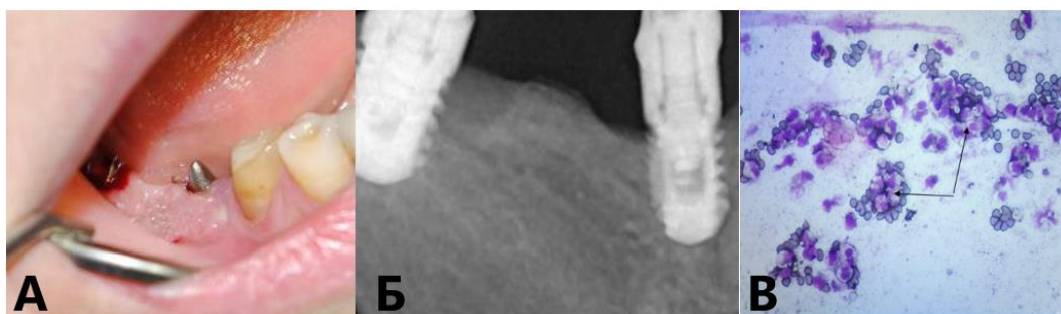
Цитограмма пациент Б-в В.М. с сахарным диабетом. А. визуально: отек, гиперемия слизистой оболочки десны, развитие грануляций, гнойное отделяемое из-под десны, Б. Рентгенограмма: резорбция костной ткани в области имплантатов. В. Цитограмма пациента Б-в В.М., 7 суток после имплантации. В цитограмме многочисленные комплексы из полинуклеаров (стрелки углом). В некоторых комплексах видны группы клеток, подвергшихся кариолизису. X10. Окрашено по Романовскому-Гимза.
